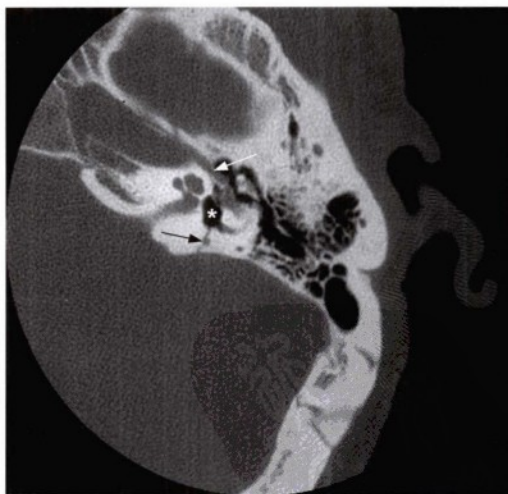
另一病人的轴位骨窗CT平扫，显示左侧颞骨横行骨折（黑箭头）延伸至前庭（星号）。前庭内含有空气被称为气迷路。骨折同时累及面神经鼓室段（白箭头）并导致面瘫。
